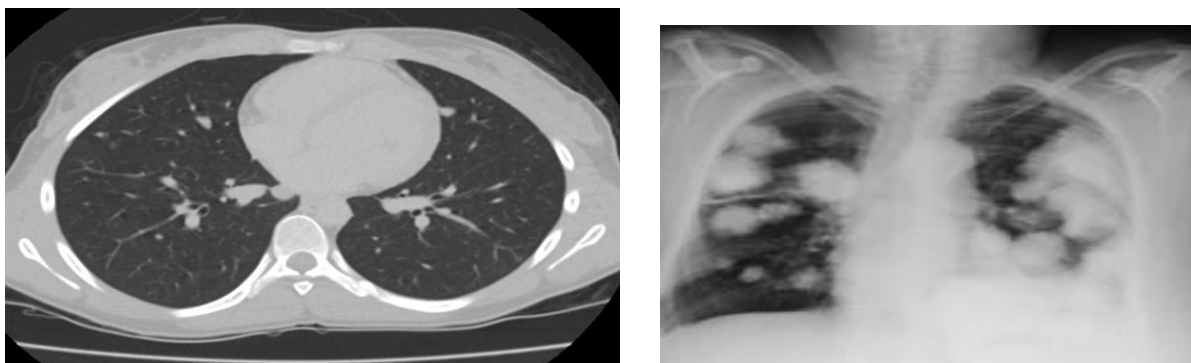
Imagine CT (a) și radiografia cutiei toracice (b) care pune în evidență formațiuni metastatice pulmonare bilateral
